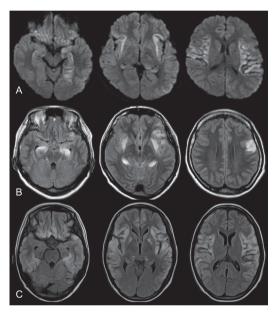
Symmetric MRI lesions in the acute stage of cryptogenic NORSE ²⁷⁾
